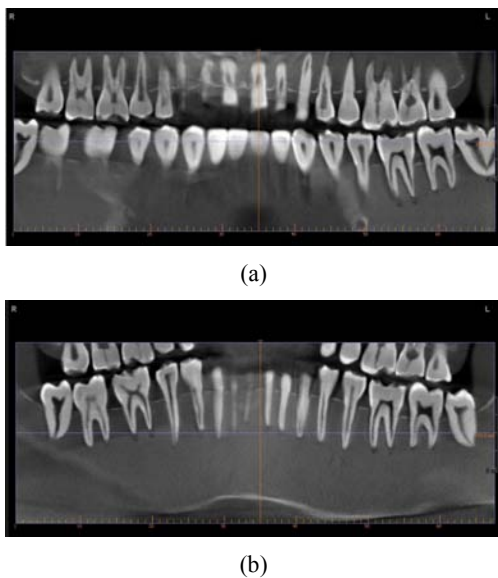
Radiograms using con-beam computed tomography with 30mm-thickness bolus protector(a) and without bolus protector(b).
